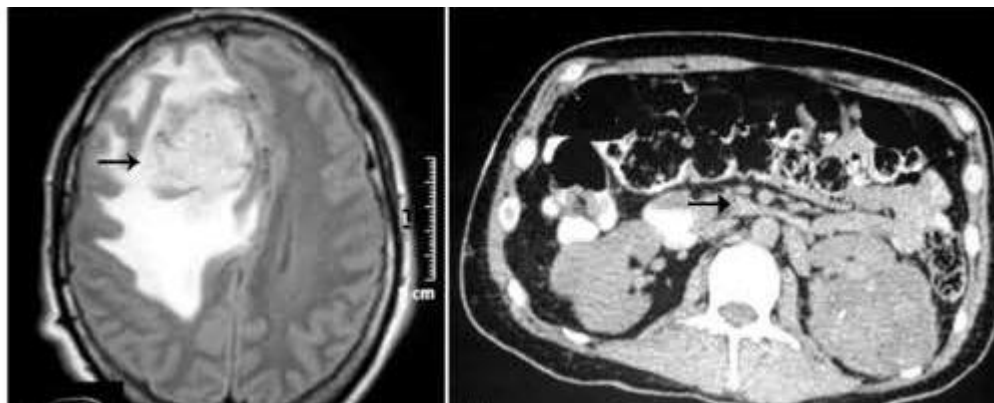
La RM muestra un hemangioblastoma meníngeo y cerebeloso con ligero edema cerebral (izquierda). La TAC muestra quistes en el riñón derecho y en el páncreas (derecha)
